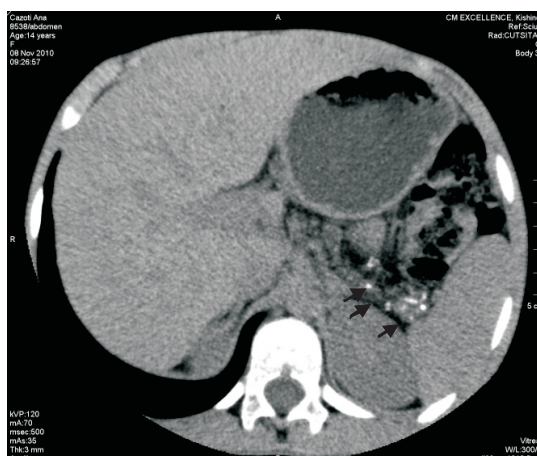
Litiiza pancreatică identificată prin tomografie computerizată abdominală la copiii cu fibroză chistică.
